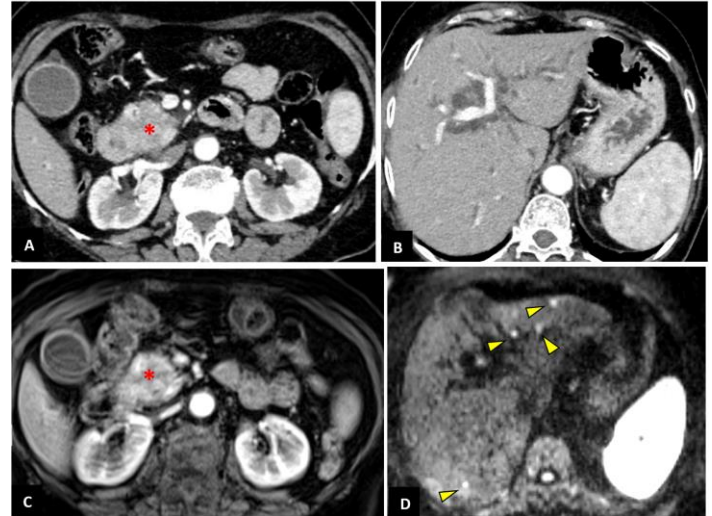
ADCP (*) chez une femme de 65 ans, résécable à la TDM (A et B), mais l'IRM a objectivé des micro-métastases hépatiques (têtes de flèches en C et D). Le geste palliatif a été préalablement planifié (double dérivation avec métastectomie), au lieu de réaliser une DPC qui aurait été inutile voire risquée.
